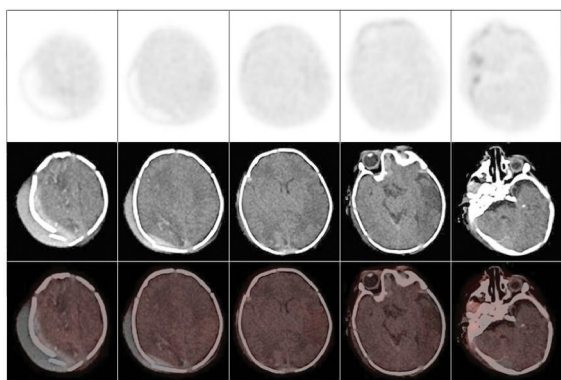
重度缺血缺氧性脑病患儿 ¹⁸F-FDG PET/CT 脑显像图
